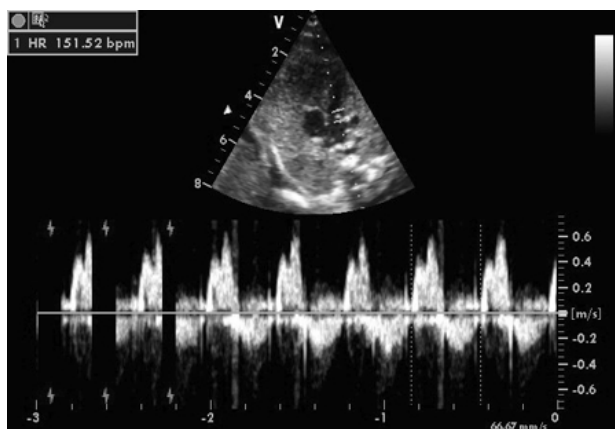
Doppler pulsato della valvola mitrale.
